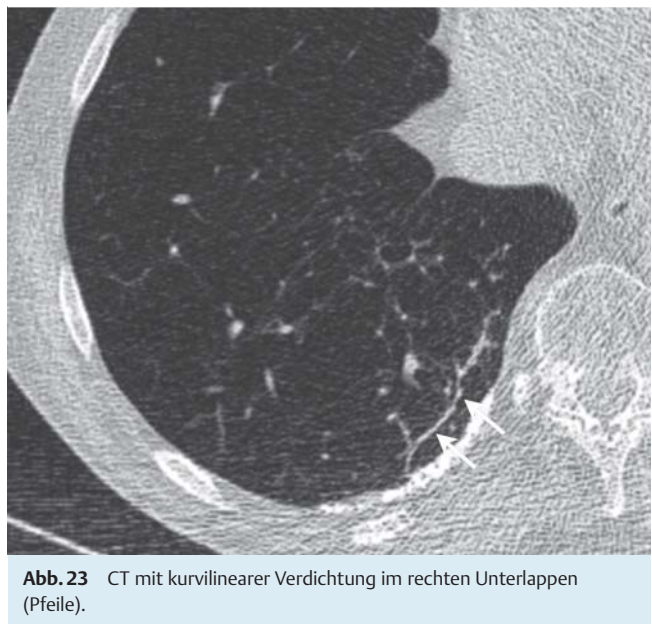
CT mit kurvilinear Verdichtung im rechten Unterlappen (Pfeile).
